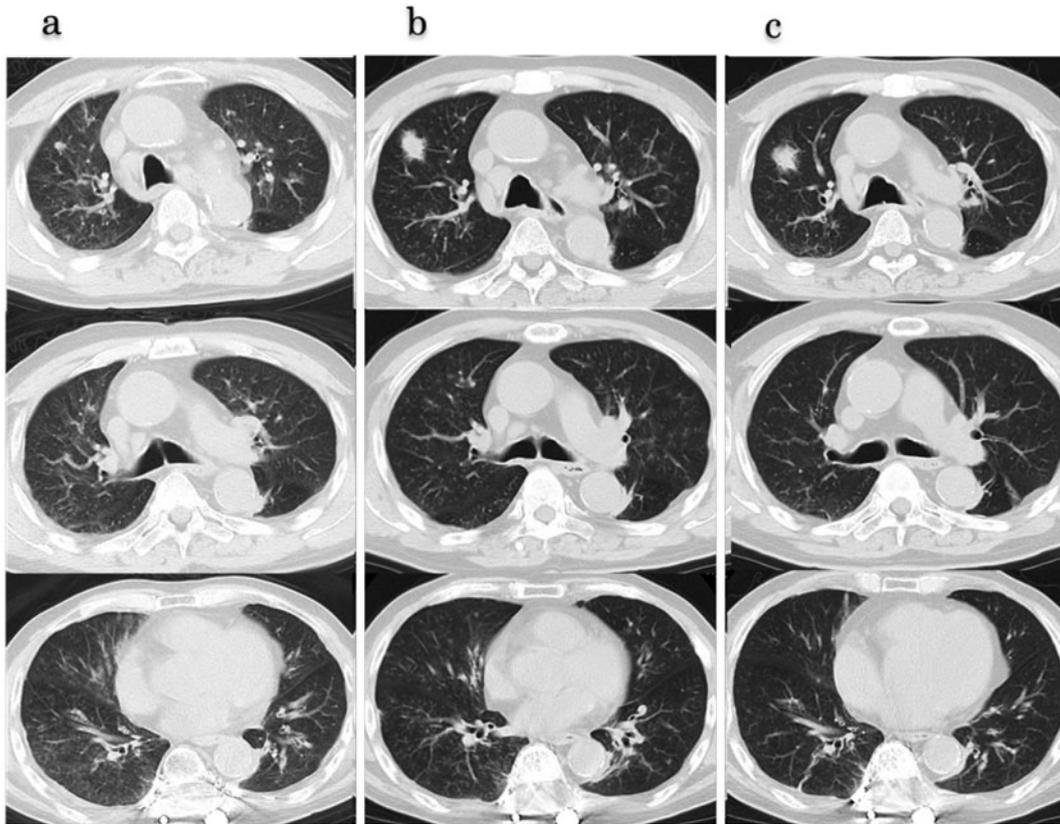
胸部CT所見. (a) 初診時胸部単純CT: 両肺にびまん性にすりガラス陰影と小粒状影を認めた. (b) パゾパニブ再開後胸部単純CT: 初診時のCTと比較すると軽度であったが両肺にすりガラス陰影と小粒状影の再燃が確認された. (c) パゾパニブ中止後胸部単純CT: 両肺のすりガラス陰影と小粒状影の改善を認めた.
